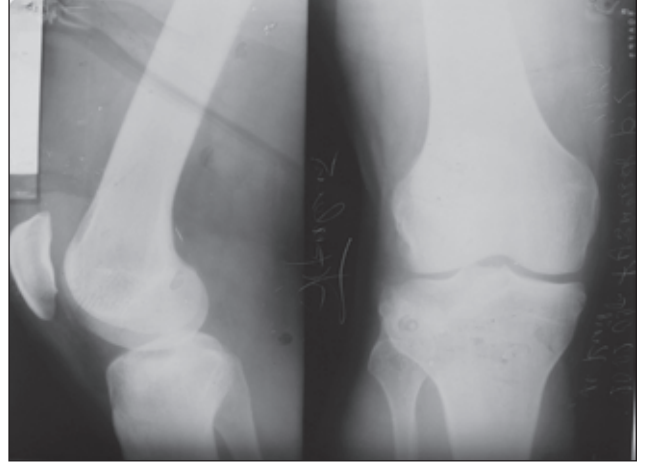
Рентгенограми хворого К., 33 років (історія хвороби № 2654), при госпіталізації: перелом зовнішнього відростка, тип В2
